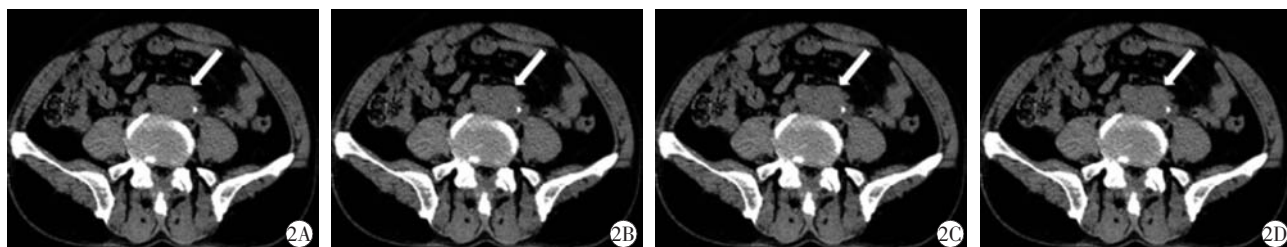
1 例 70 岁男性腹膜后纤维化患者左输尿管置管 CT 平扫图[A:示双侧髂动脉周围见低密度影包绕(白箭头),左侧为著;增强扫描轴位图;B:动脉期;C:静脉期;D:冠状位重建图呈轻中度强化,病变包绕左侧输尿管]
